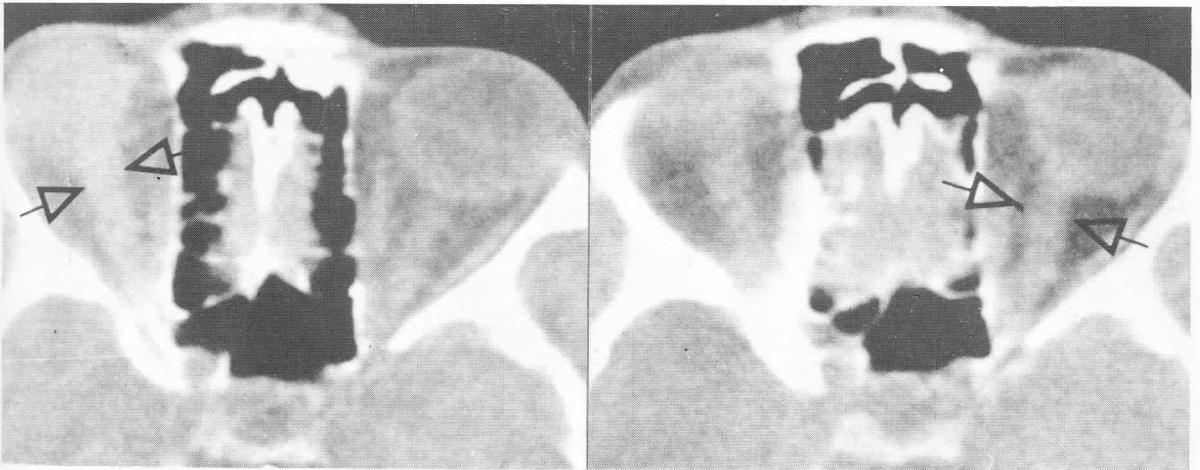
Caso 1. Ensanchamiento bilateral y simétrico de la imagen de ambos nervios ópticos mostrada en la tomografía axial computarizada de la órbita (entre flechas).
